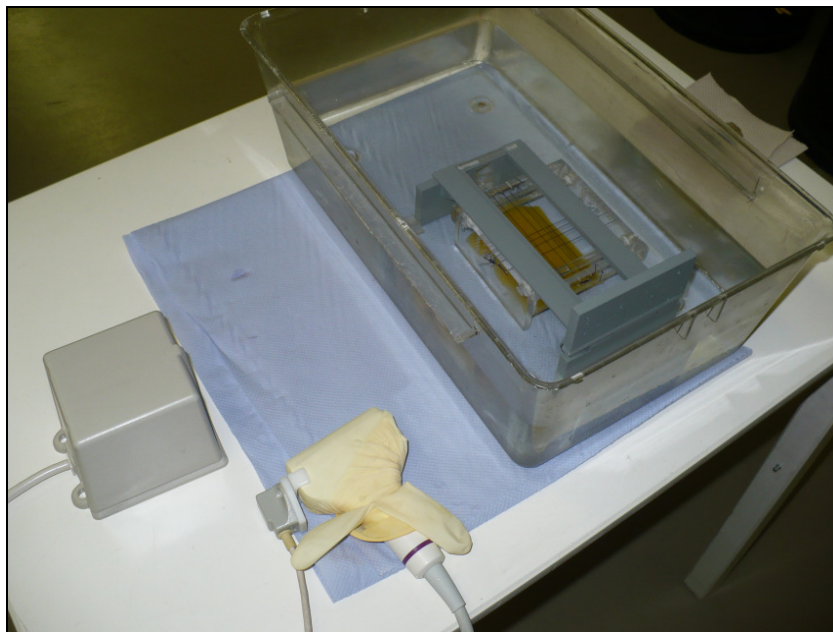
Ultraschall-Versuchsaufbau: Der Tierhalter mit Versuchstier kann nach dem PET direkt in das Wasserbad versenkt werden, um den 3D-Ultraschall durchzuführen
